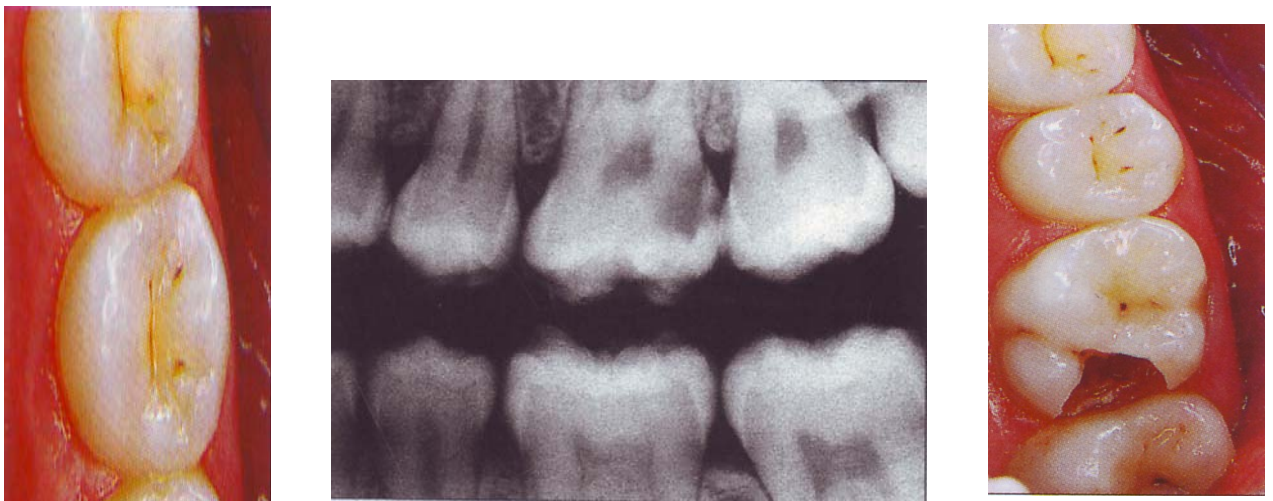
VII, VIII, IX Carie distale de la 26 révélée par la teinte de l'émail, les douleurs et confirmée par la radiographie
